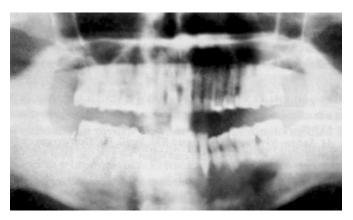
Radiografía después de nueve meses de la operación donde se observa que en el defecto óseo comienza a formarse hueso, sobre todo en el área correspondiente a premolares inferiores derechos.
